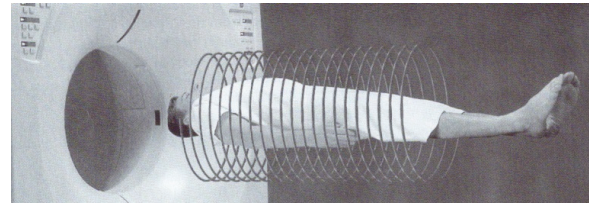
With volume CT scanners, the x-ray tube and detectors rotate continuously as the patient moves continuously through the gantry. As the result, the x-ray beam trace a path (beam geometry) around the patient. This method of scanning the patient is referred to as helical or spiral CT. (Courtesy Toshiba Medical System, Tustin, Calif.)
